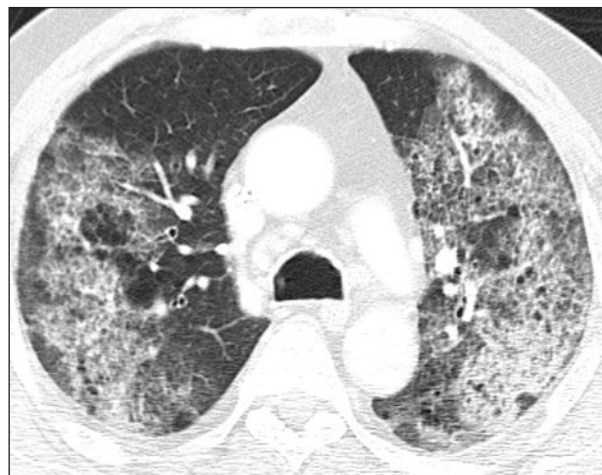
TAC pulmonar de paciente con Granulomatosis de Wegener y Hemorragia Pulmonar
